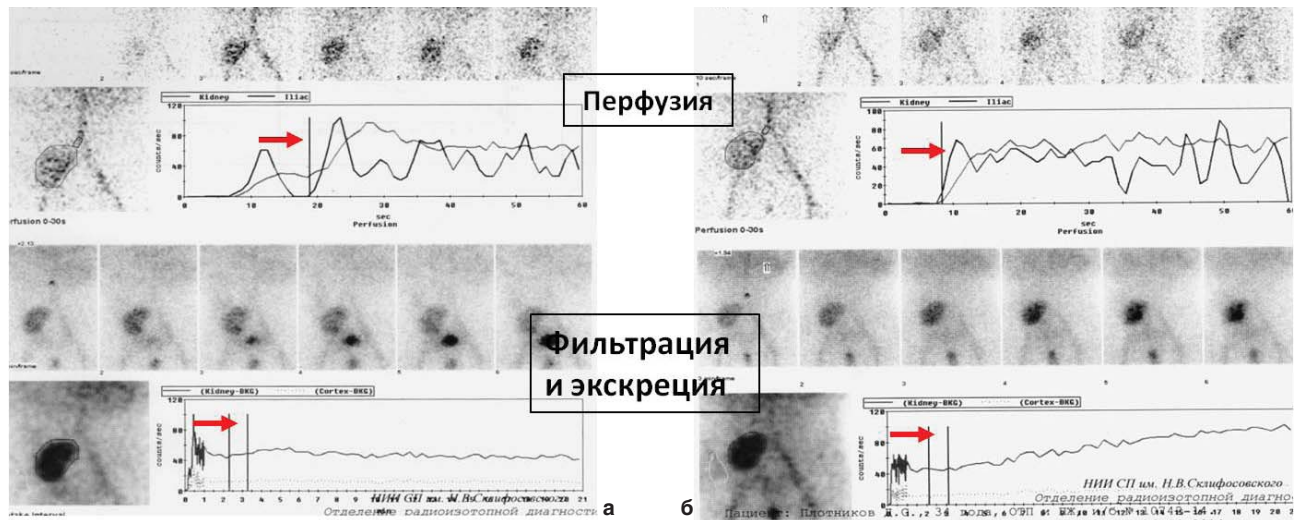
Ангиореносцинтиграфия больного П., 34 года (подгруппа 2а), при развитии острого канальцевого некроза: ухудшение фильтрации и экскреции при удовлетворительной перфузии на 12-е (а) и 24-е (б) сутки после трансплантации. Стрелками указаны интервалы расчета Ип (первые 60 секунд) и Иф (2–3 минуты)
